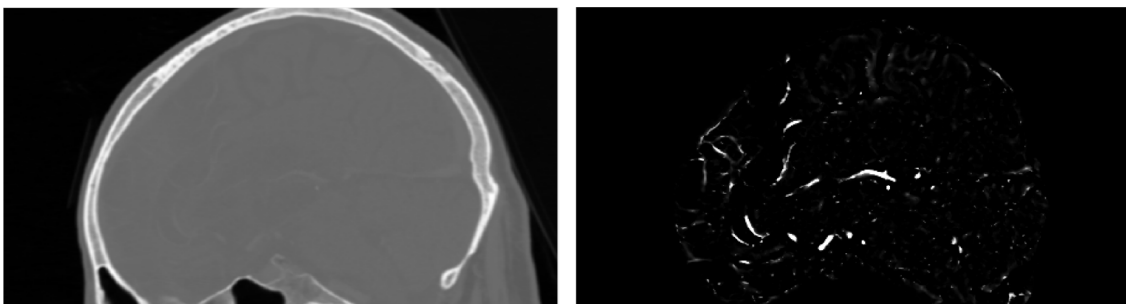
Výstupy extrakce objemu mozkové tkáně (sagitální pohled) a zvýraznění mozkových cév (sagitální a frontální pohled) pro všechny dostupné CT data.
